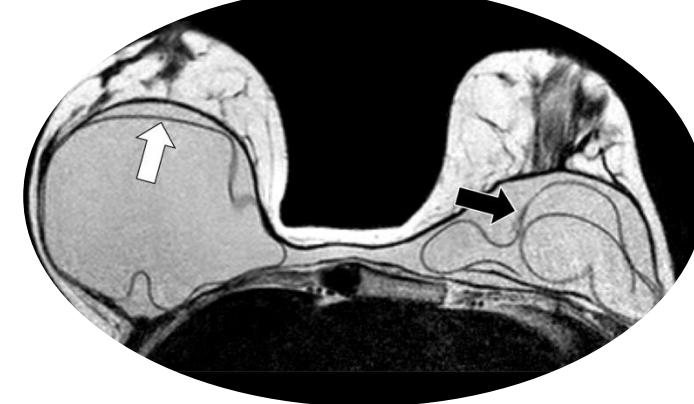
Sinmastia. RM en T2 en plano axial muestra fusión de bolsillos protésicos y contacto de los implantes en línea media; condiciona pérdida del surco intermamario. Signos de rotura intracapsular bilateral: línea subcapsular en derecha (flecha blanca) y signo del "lingüini" en izquierda (flecha negra).
